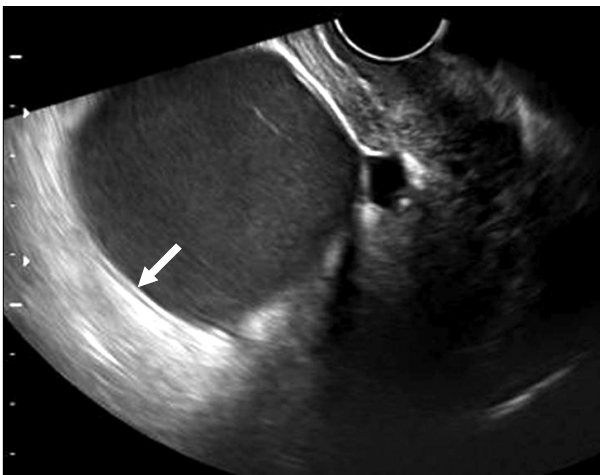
Abdominal sonography showed the hypoechoic, thin walled, uniloculated cyst with inner hyperechoic mucosal and outer hypoechoic muscular layers (white arrow), consistent with a duplication.
